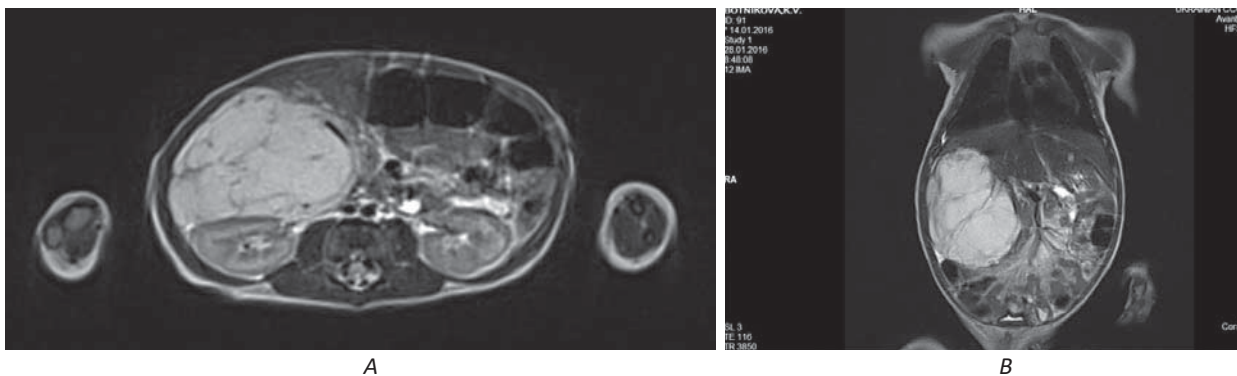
Дівчинка Б., 3 місяці. МРТ в аксiальній (А) і коронарній (В) проекції – нормальна паренхіма печінки не візуалізується, вона замінена судинним утворенням великих розмірів
